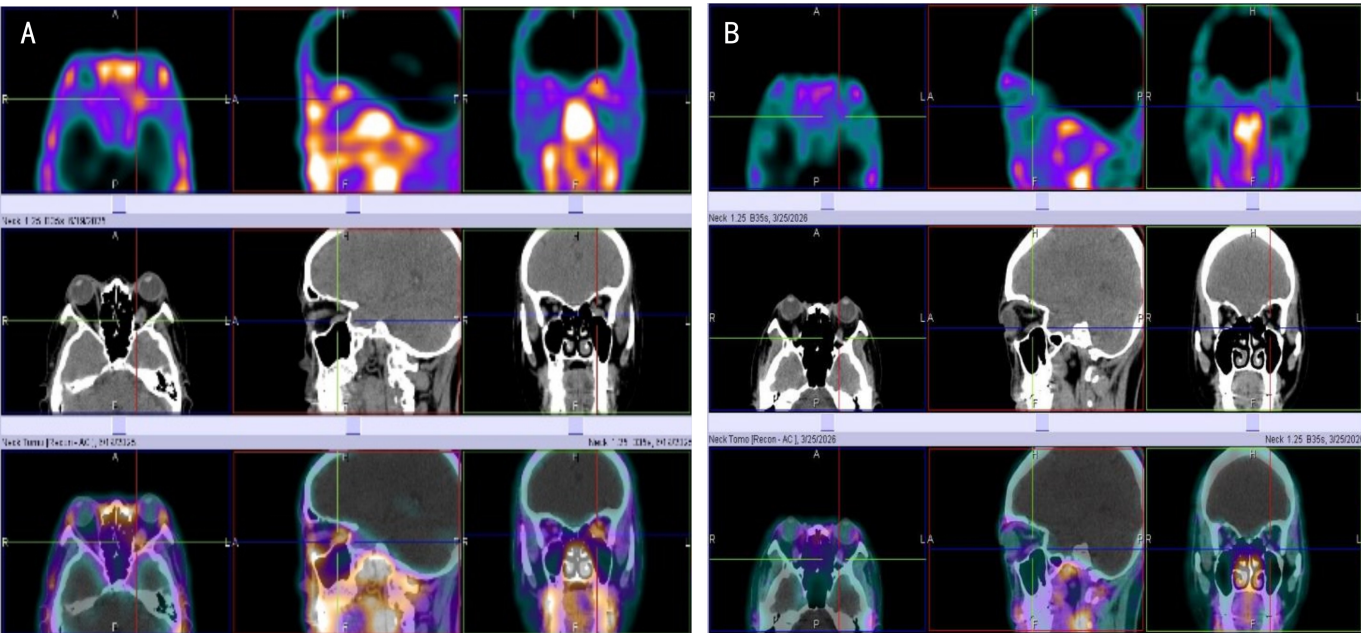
两组 TAO 患者 ^{99m}Tc -DTPA SPECT/CT 眼眶显像 A: 活动期组, CAS 5 分, 左侧眼外肌处于炎症活动状态, 其中左侧下直肌明显增粗 (EOM=6.8 mm), 核素分布明显增强 ($SUV_{max} = 2.45$); B: 非活动期组, CAS 2 分, 双侧眼外肌未见增粗, 核素分布未见增强, 其中左侧下直肌 $SUV_{max} = 1.40$, EOM=3.4 mm。
